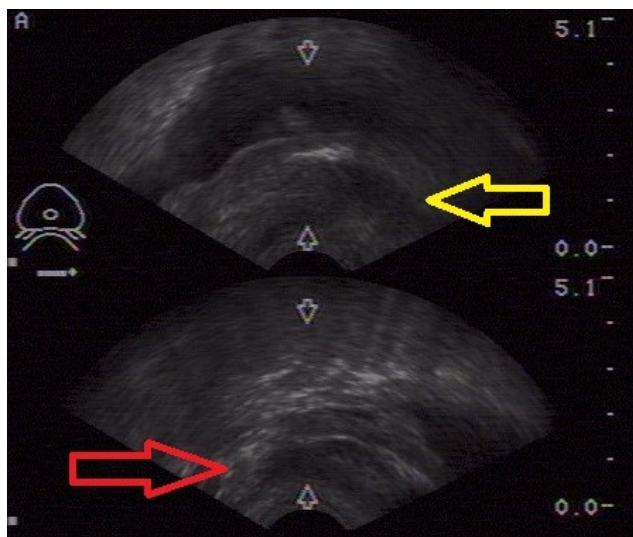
儲精囊左右各一(黃色箭頭為左側，紅色箭頭為右側)，位於膀胱的後面，需將超音波探頭更深入才能看到
